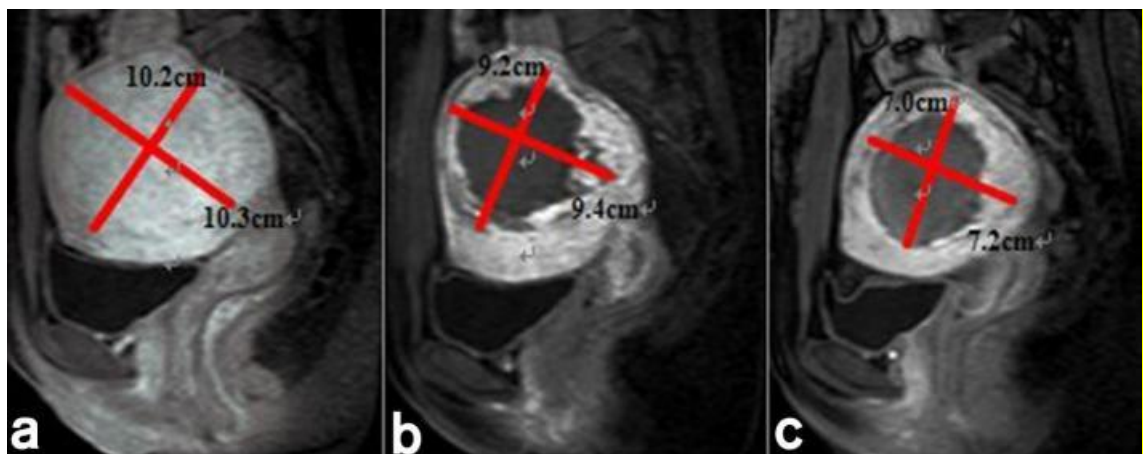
Рисунок № 9. Результат МРТ с введением контрастного вещества до и после ФУЗ - абляции: (а) накопление контрастного препарата до процедуры; (b) НПО сразу после процедуры; (c) уменьшение размера миомы матки через 6 месяцев.
